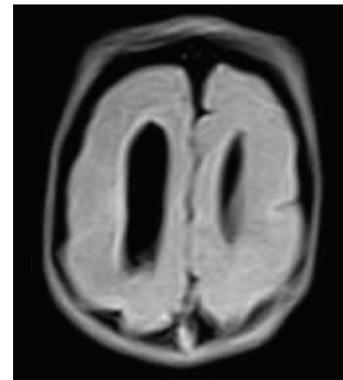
IRM cérébrale coupe axiale :séquence flair, absence totale de circonvolutions au niveau du cortex
